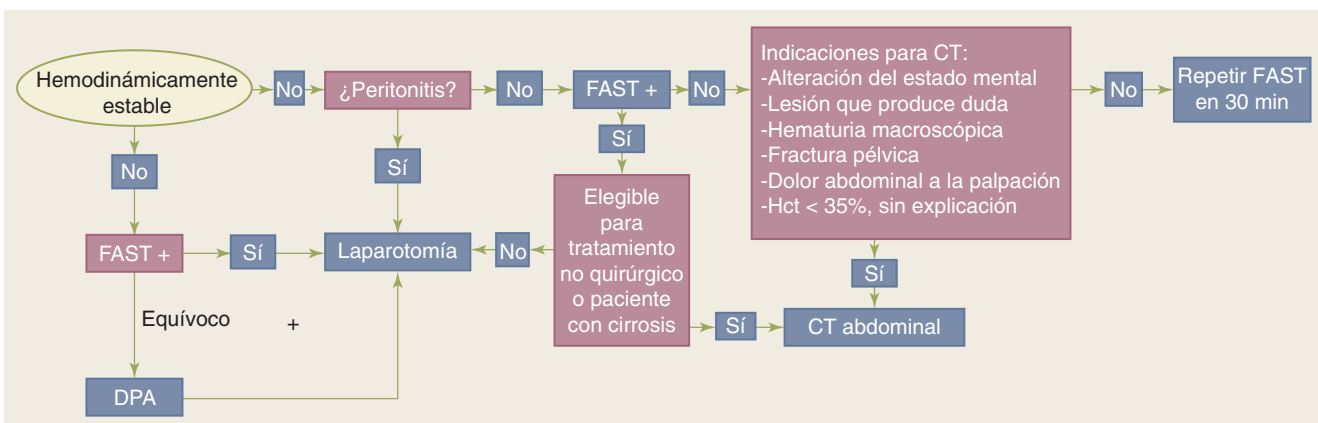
Algoritmo para la valoración inicial de un paciente con probable traumatismo abdominal cerrado. CT, tomografía computarizada; DPA, aspiración peritoneal diagnóstica; FAST, ecografía abdominal dirigida para traumatismos; Hct, hematócrito.
